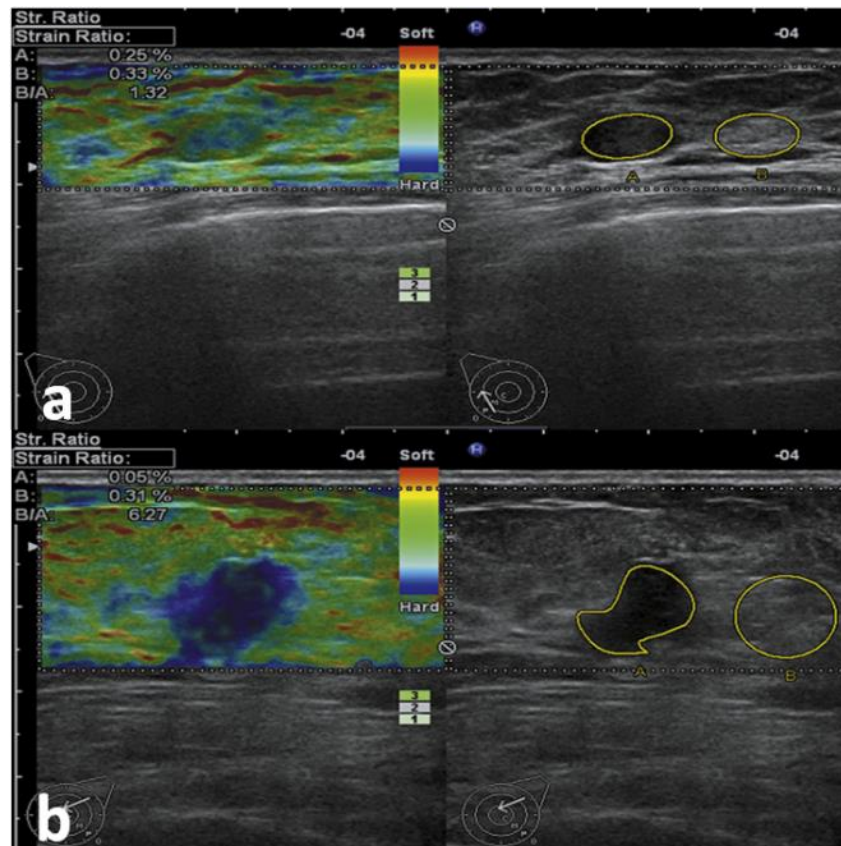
Élastographie ultrasonore de tumeurs du sein. (a) Tumeur bénigne (adénofibrome).
